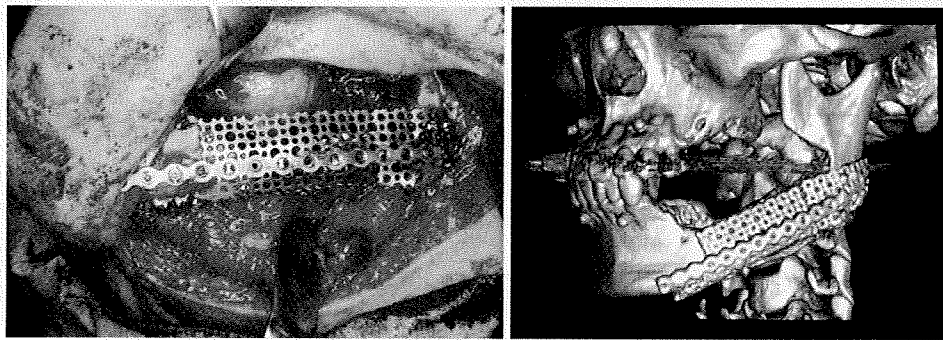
チタンメッシュのねじ止めとオペ後の確認の CT
